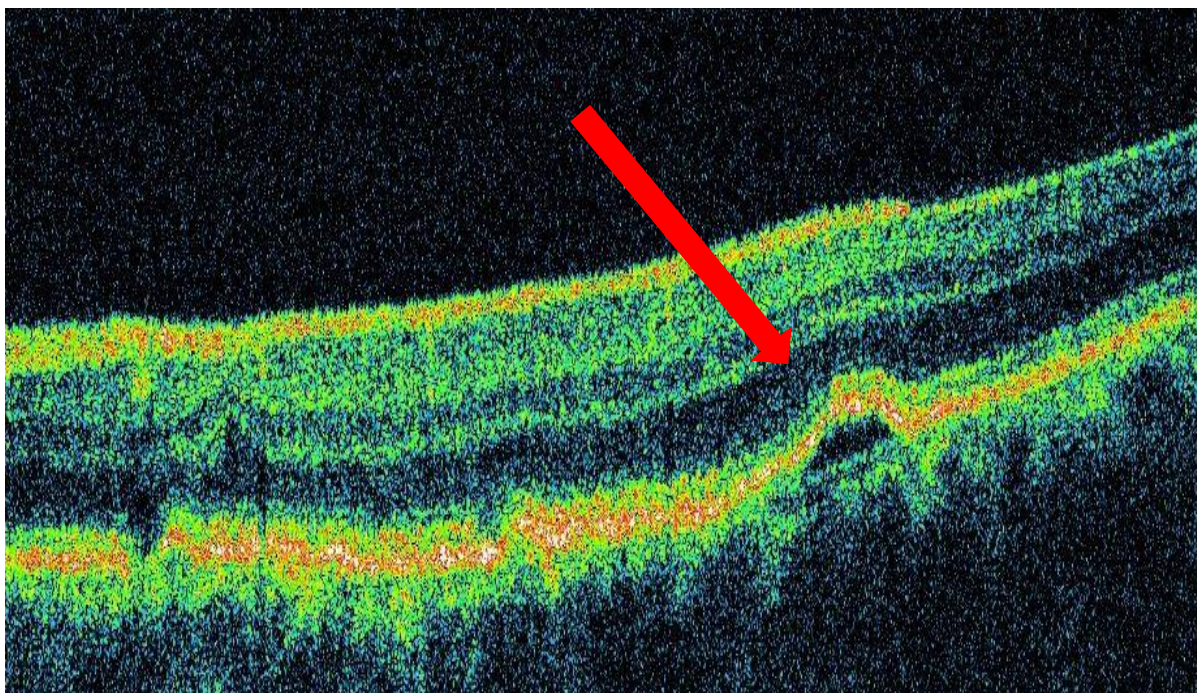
Examenul tomografiei în coerență optică arată o decolare a epiteliului pigmentar al retinei cu o acumulare de lichid sub el.
